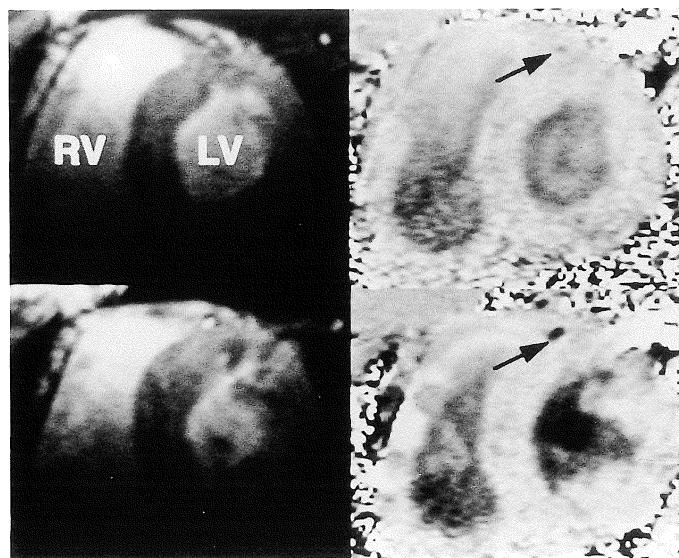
Fast phase-contrast cine MR images before (upper magnitude and phase-difference images) and after (lower images) dipyridamole injection in a healthy volunteer. Flow in the left anterior descending artery is indicated as a round dark area on the phase-difference image (arrows).
